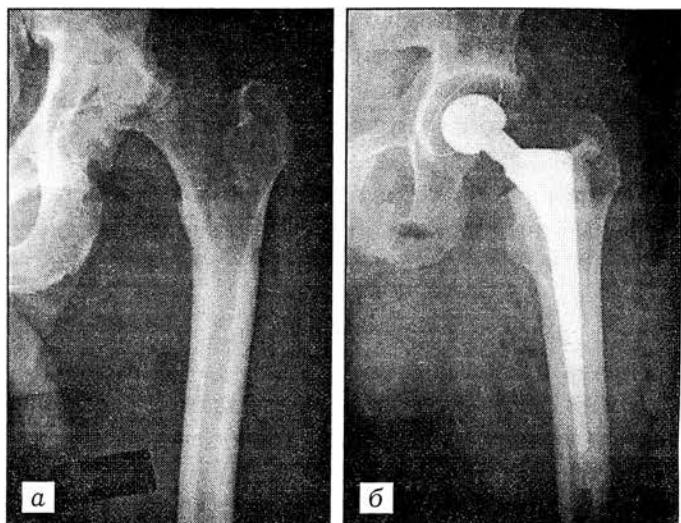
Рентгенограммы тазобедренного сустава больного с посттравматическим коксартрозом.
